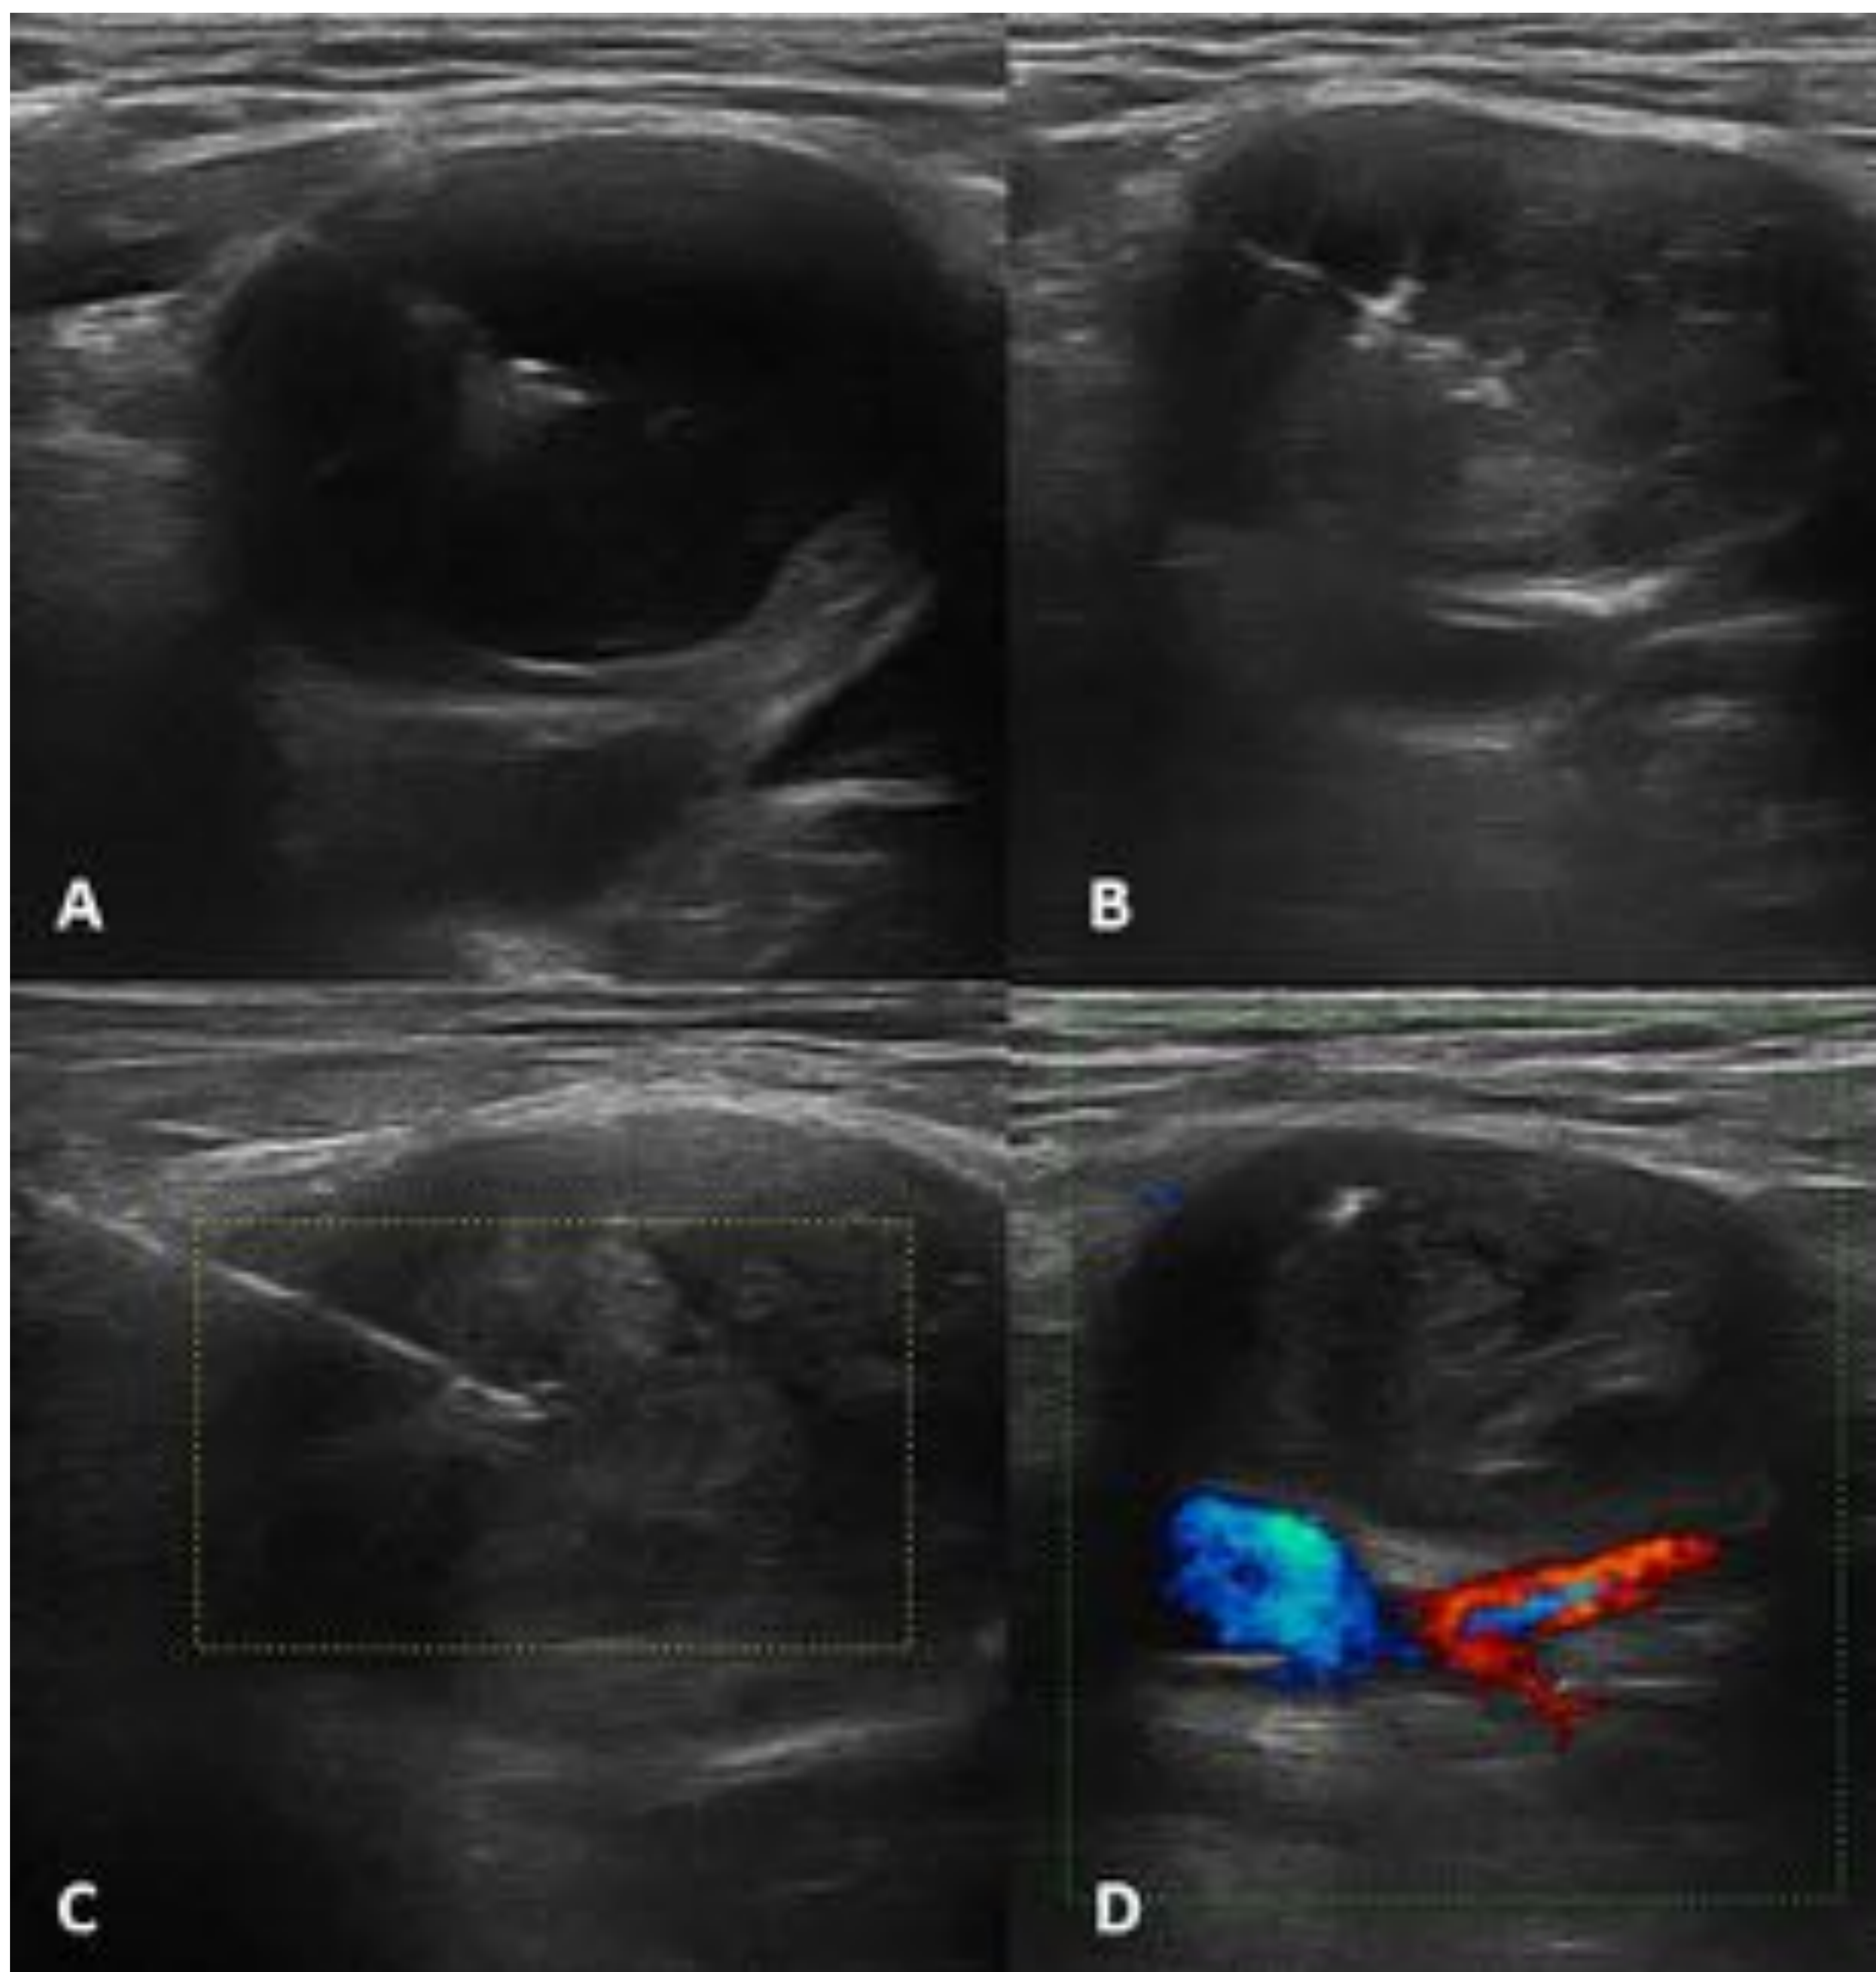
PSA femoral. Imágenes de ecografía en modo B (A,B) y Doppler (C,D). (A) Inyección percutánea de trombina eco-guiada. (B) Inmediatamente tras la inyección, el PSA está completamente trombosado y deja de latir. (C,D) Nótese la ausencia de flujo sanguíneo en el interior del PSA en la caja de Doppler color.
